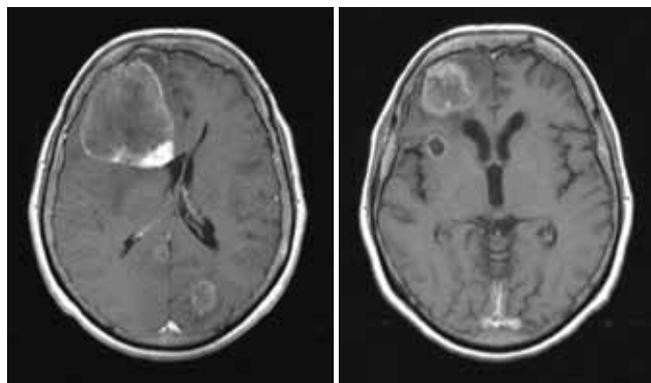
МРТ больной Я. До и после проведения 6 курсов монокимиотерапии капецитабином
